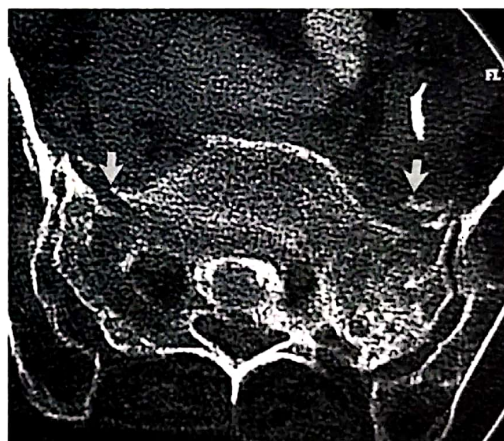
Fractură sacrată în zona I bilaterală – imagine CT secțiune axială.
